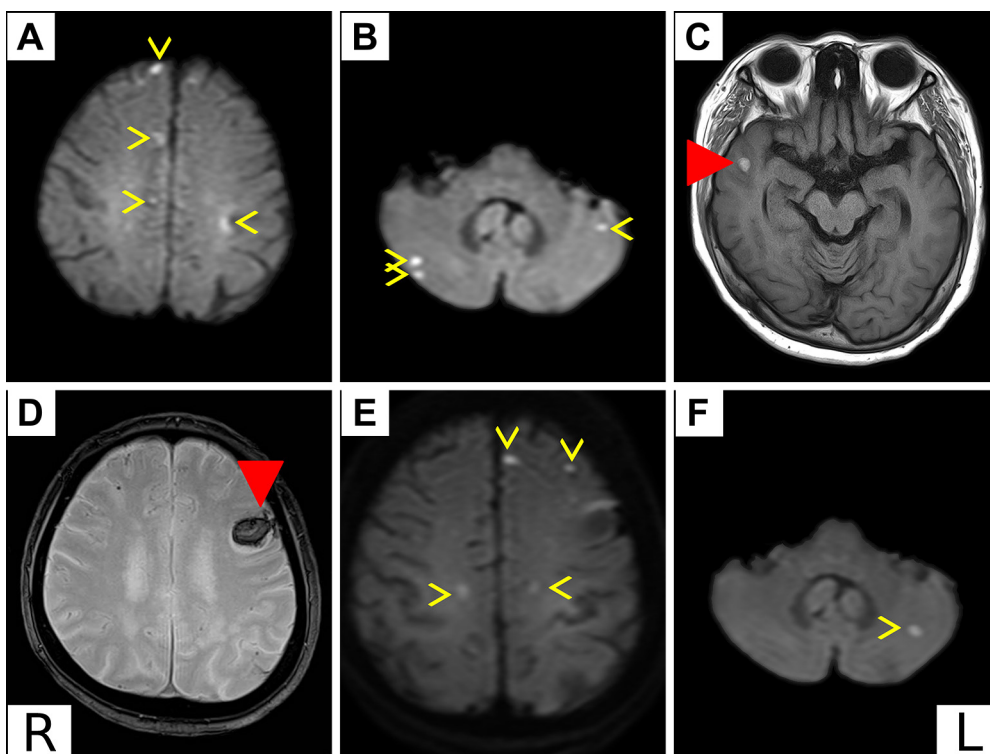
Brain MRI (1.5 T A, B), (3 T C-F).
